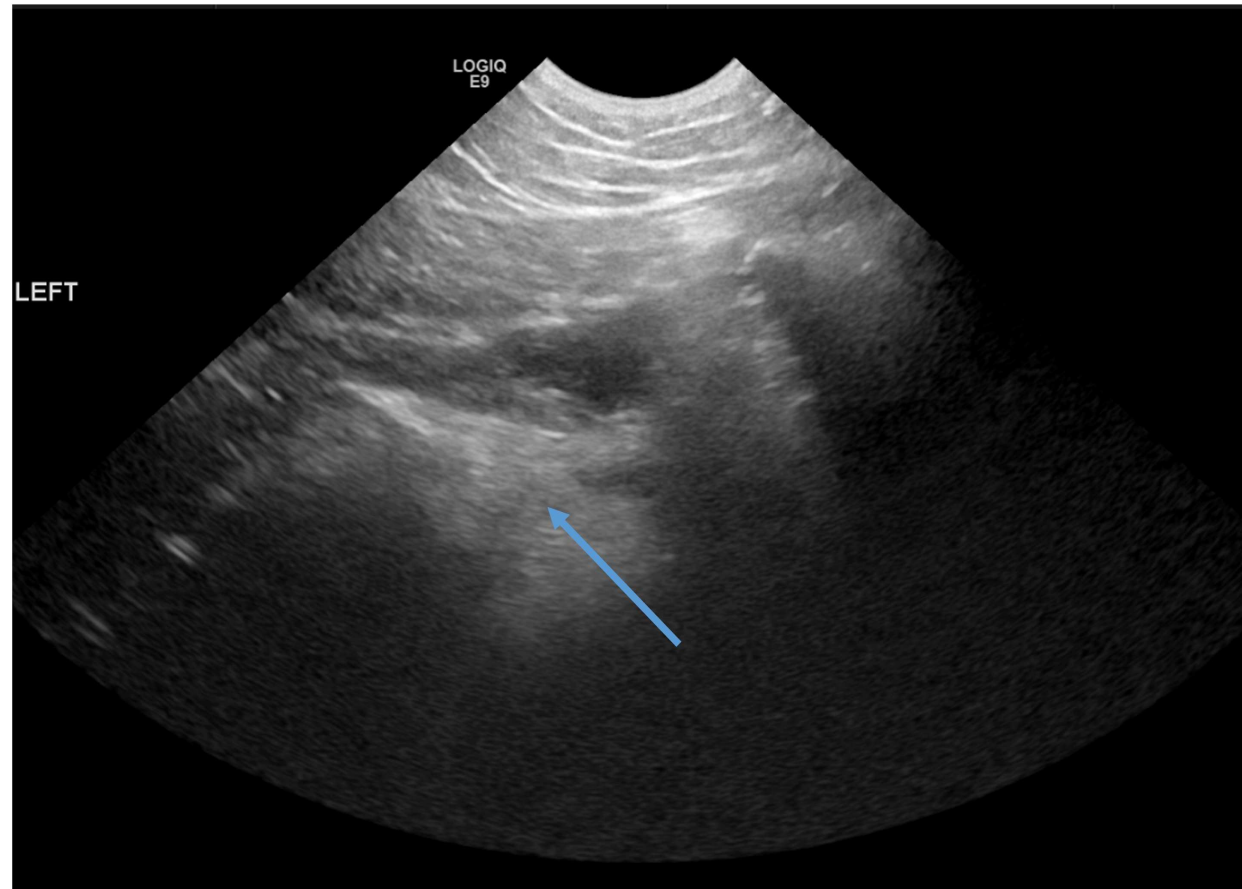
Ecografía realizada en decúbito supino mediante abordaje pélvico, con la pierna flexionada y transductor lineal colocado en la parte posteromedial del anillo pélvico, donde se identifica un leve aumento de la ecogenicidad de la grasa profunda al músculo piriforme a nivel de la escotadura ciática mayor izquierda (flecha azul), sugestivo de cambios inflamatorios regionales
